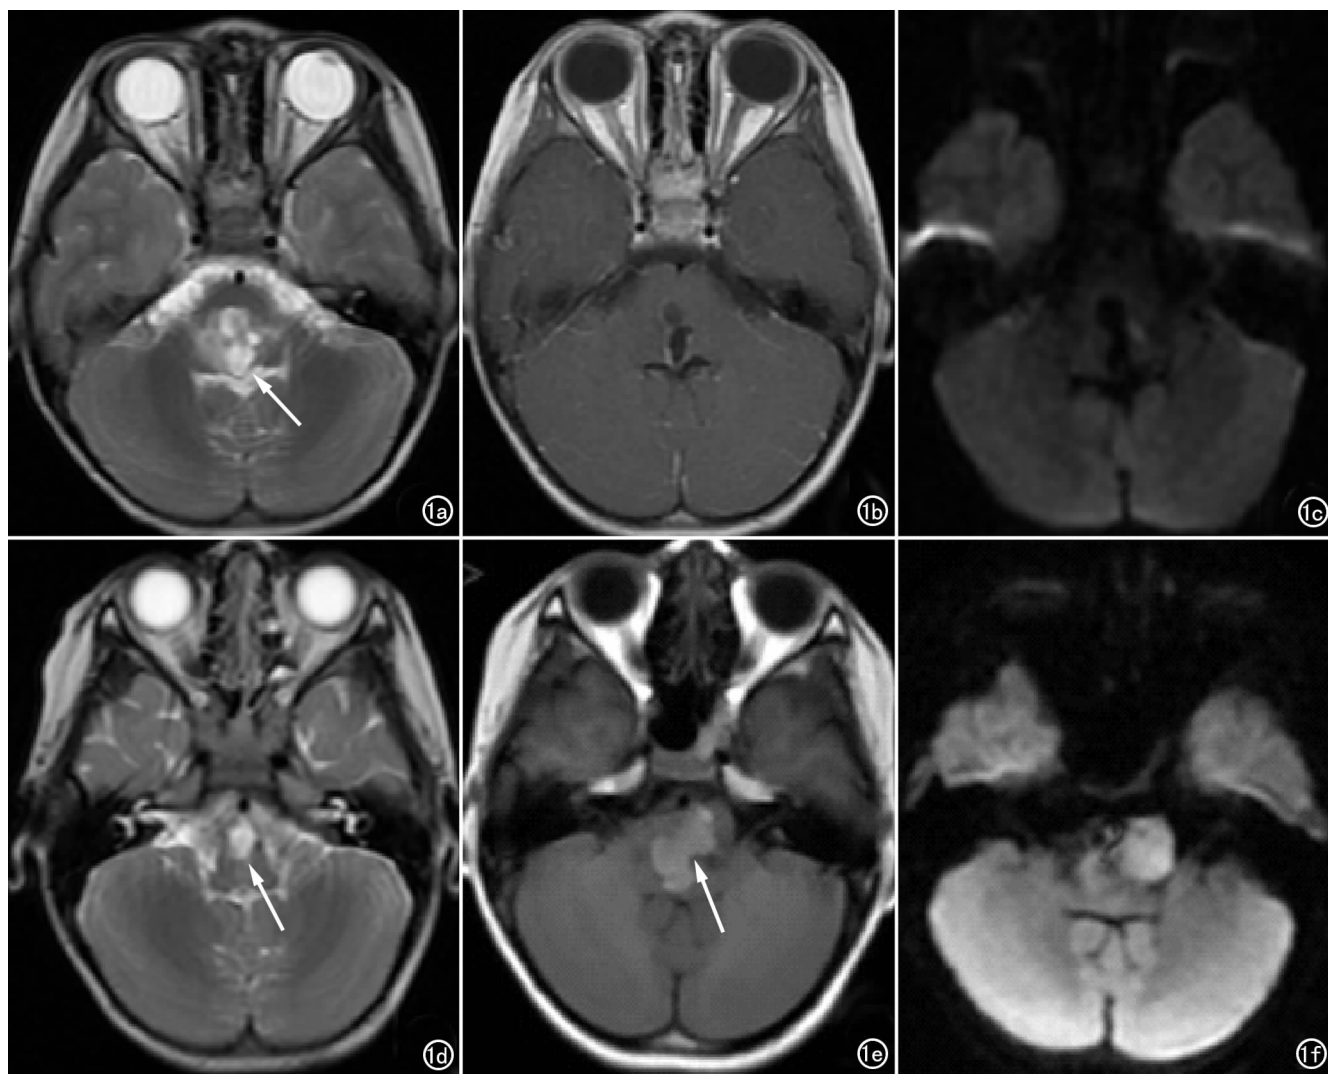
脑干表皮样囊肿。首次起病。a)横断面 T_2 WI 示病灶呈高信号(箭);b)横断面 T_1 WI 增强示病灶边缘轻度强化;c)DWI 未见弥散受限表现。治疗 10d 后;d)横断面 T_2 WI 示病灶较前缩小(箭)。第 5 次起病;e)横断面 T_1 WI 示病灶呈高信号,范围较前明显扩大(箭);f)DWI 示病灶为高信号。
